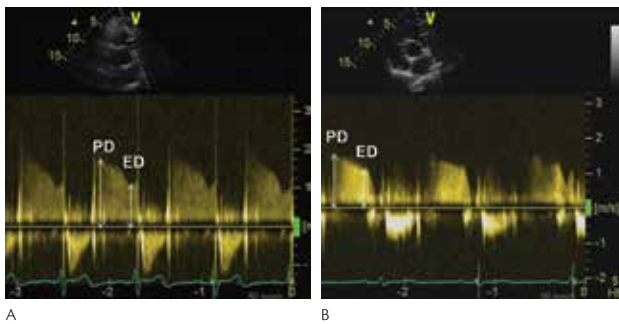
Continuous wave Doppler tracing of pulmonary regurgitation showing end-diastolic atrial contraction in a normal patient (A) and in a patient with a flat deceleration pattern (B). Measurements of proto- and end-diastolic gradients are shown.
